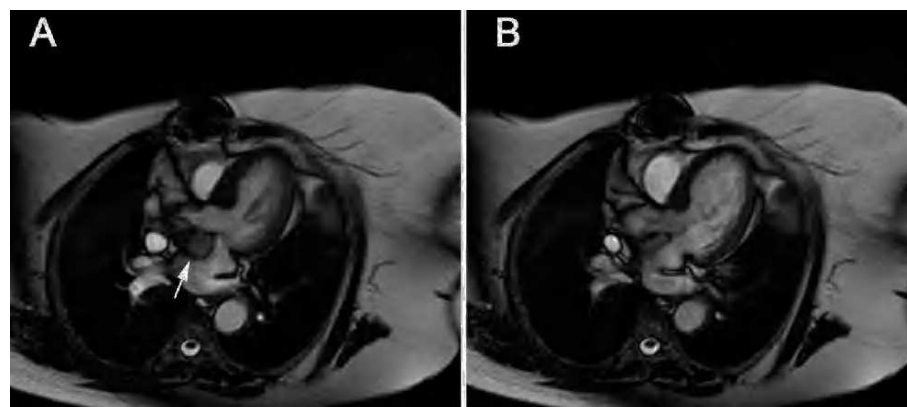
Resonancia magnética. Corte transversal. Las imágenes en sístole (A) y diástole (B) permiten apreciar el movimiento pulsátil del pseudoaneurisma, que se desplaza en sístole hacia la aurícula izquierda (flecha).
